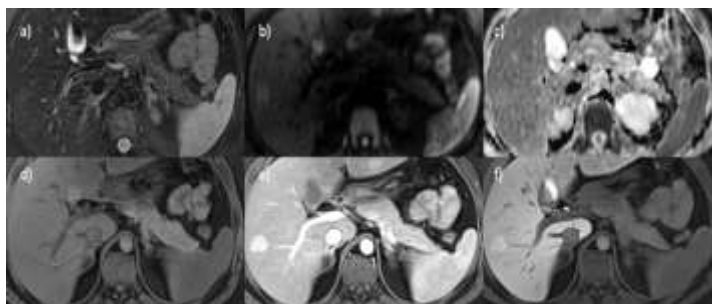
Пациентка, 17 лет, узловая регенерация печени, в анамнезе – рабдомиосаркома влагалища (лечение окончено 7 лет назад). МРТ в аксиальной проекции с динамическим контрастным усилением с тканеспецифичным контрастным препаратом: а) T2ВИ; б) ДВИ $b=800\text{с/мм}^2$; в) ИКД; д) T1vibe до введения контрастного препарата; е) T1vibe артериальная фаза; ф) T1vibe отсроченная фаза (25 минут)
